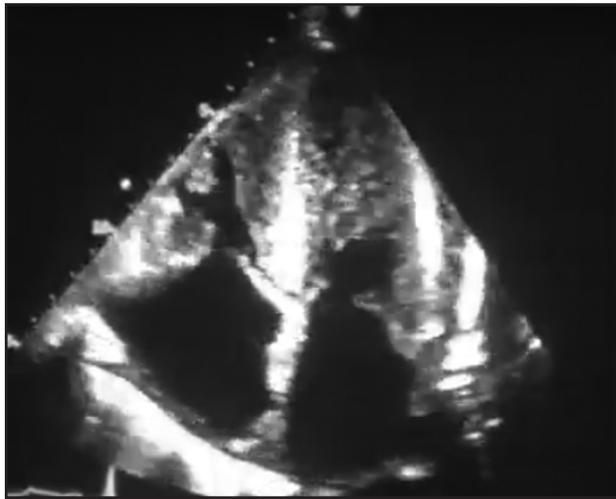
Ecocardiograma: hipertrofia severa de ambos ventrículos, engrosamiento difuso de válvulas AV.
